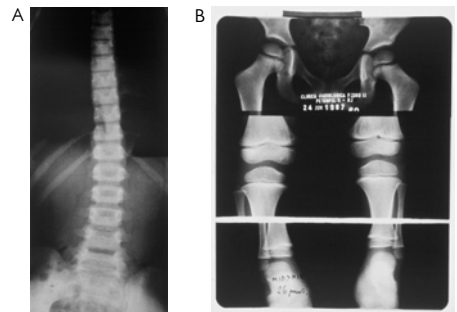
A: radiografia em AP mostrando escoliose não estrutural. Nota-se simetria dos pedículos. B: mesmo paciente, cuja escanometria revela MID > MIE 26mm.
